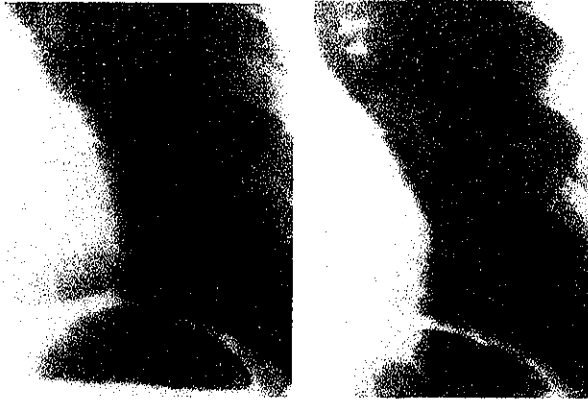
En estas estereoradiografías del mismo paciente, la interfase gástrica gas-líquido aparece vellosa en la placa de la izquierda y en la de la derecha es abrupta.
